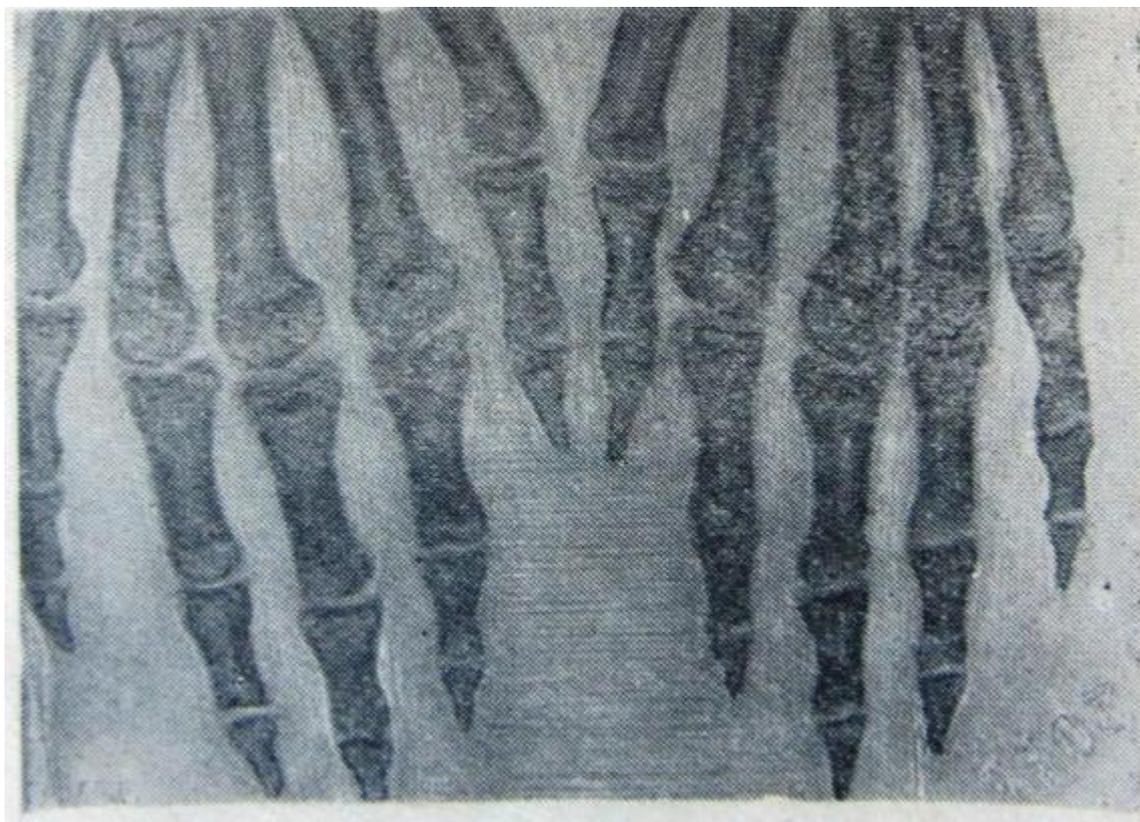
Рентгеновский снимок больного со 2 степенью заболевания [12]
